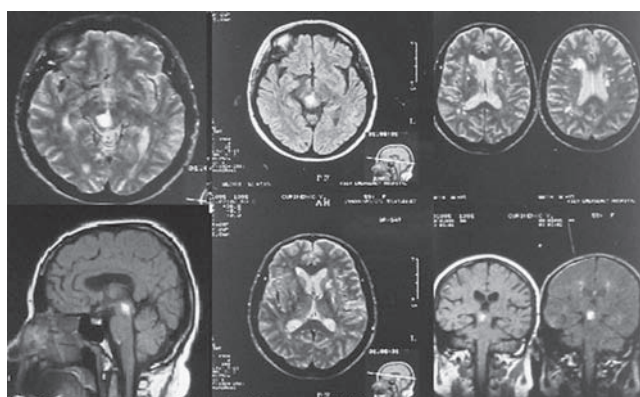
МРТ. T1, T2 33, режим FLAIR. Крововилив в стовбур мозку (гіперденсне вогнище в ділянці *lamina quadrigeminalis*). МР-ознаки дисциркуляторної енцефалопатії (множинні дрібно вогнищеві ділянки в семіовальних центрах, субкортикально в ділянці базальних ядер, перивентрикулярно, поглиблення кортикальних борозен, помірне розширення шлуночків мозку) свідчать про тривалу мікроангіопатію
